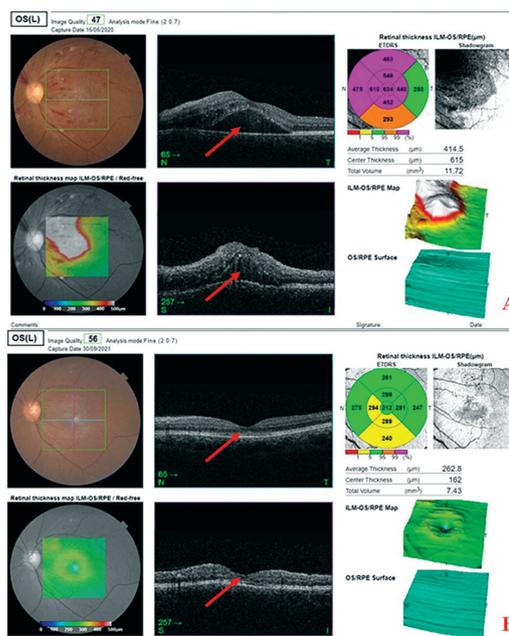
Динамика центральной эксудативной отслойки нейроэпителиа на фоне хронической почечной недостаточности после трансплантации почки. А – исходная картина оптической когерентной томографии – срез в области макулы выявляет наличие серозной эксудативной отслойки нейроэпителиа (стрелки). В – картина оптической когерентной томографии через 15 месяцев – срез в области макулы выявляет положительную динамику в виде купирования отслойки с прилегающей сетчаткой (стрелки)
